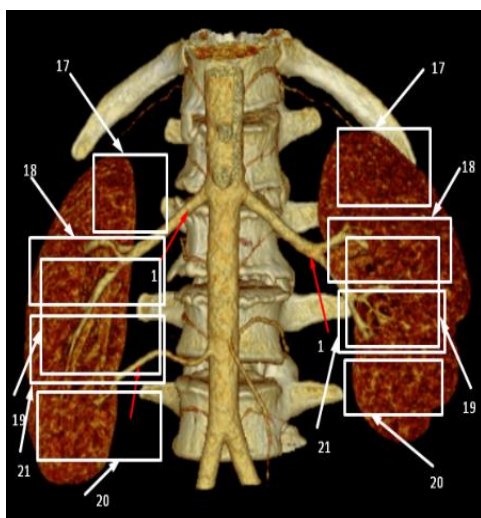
Мультиспиральные КТ почек человека (Проекция артерий и сегментов на поверхность почки)
